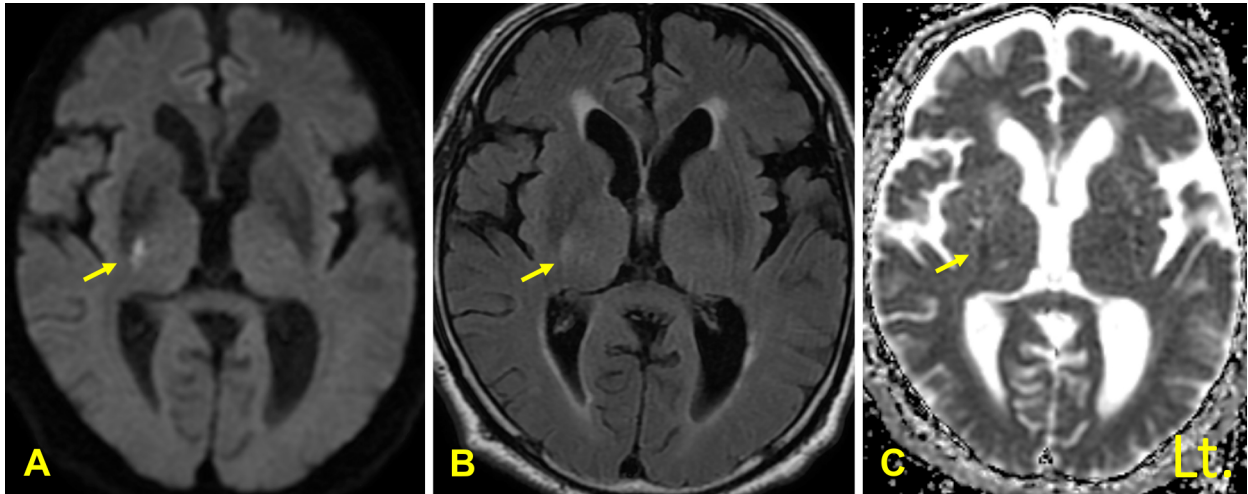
Axial brain MRI findings at the admission.
